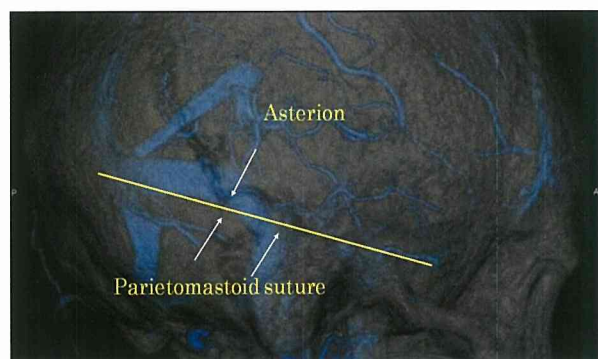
Pre-operative 3D-CTA
